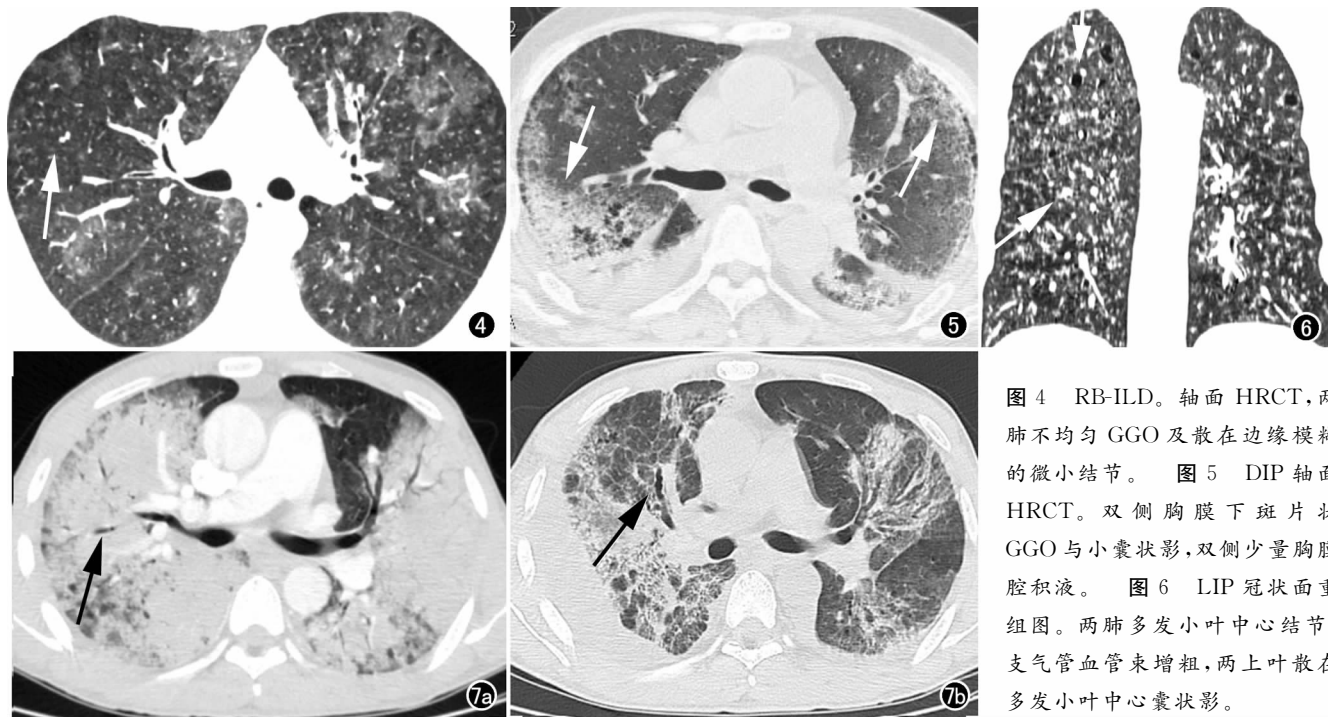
RB-ILD。轴面 HRCT, 两肺不均匀 GGO 及散在边缘模糊的微小结节。图 5 DIP 轴面 HRCT。双侧胸膜下斑片状 GGO 与小囊状影, 双侧少量胸膜腔积液。图 6 LIP 冠状面重组图。两肺多发小叶中心结节, 支气管血管束增粗, 两上叶散在多发小叶中心囊状影。
